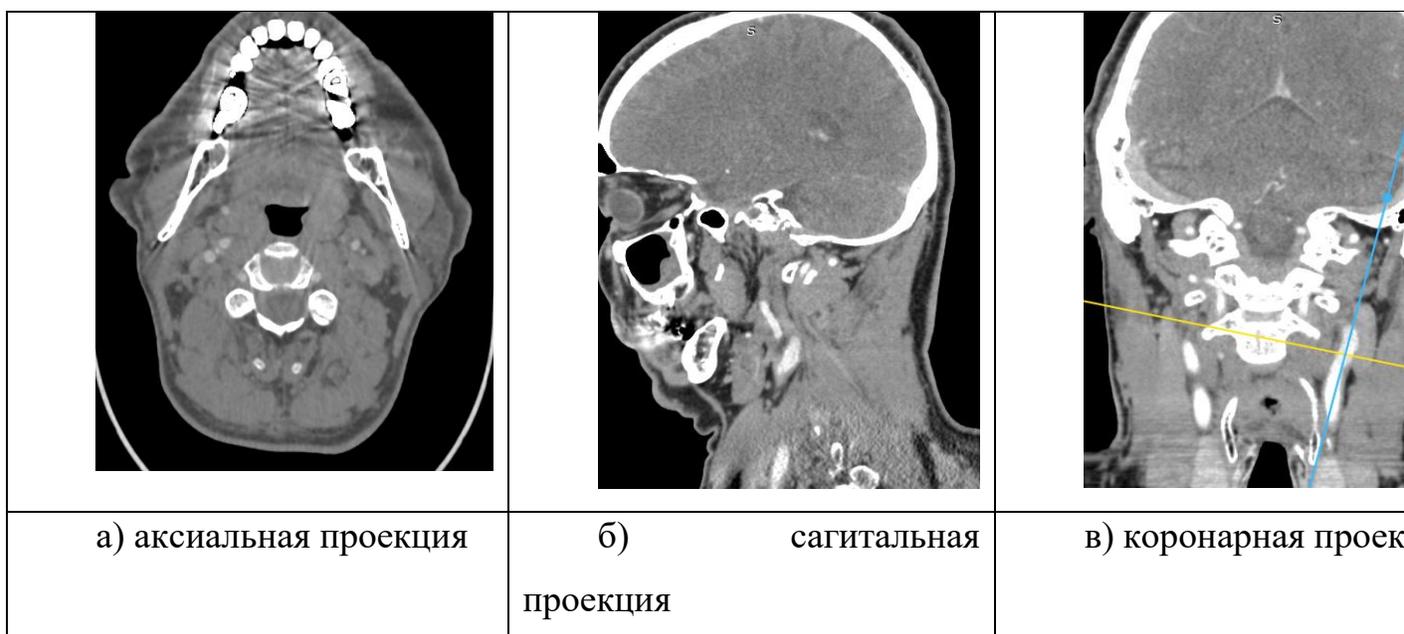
МСКТ – ангиография брахиоцефальных сосудов головного мозга. Пациент с окклюзией внутренней сонной артерии слева. Пациент длительно страдает сахарным диабетом. Протяжённая окклюзия ВСА слева на расстоянии 1,7 см от бифуркации общей сонной артерии.
